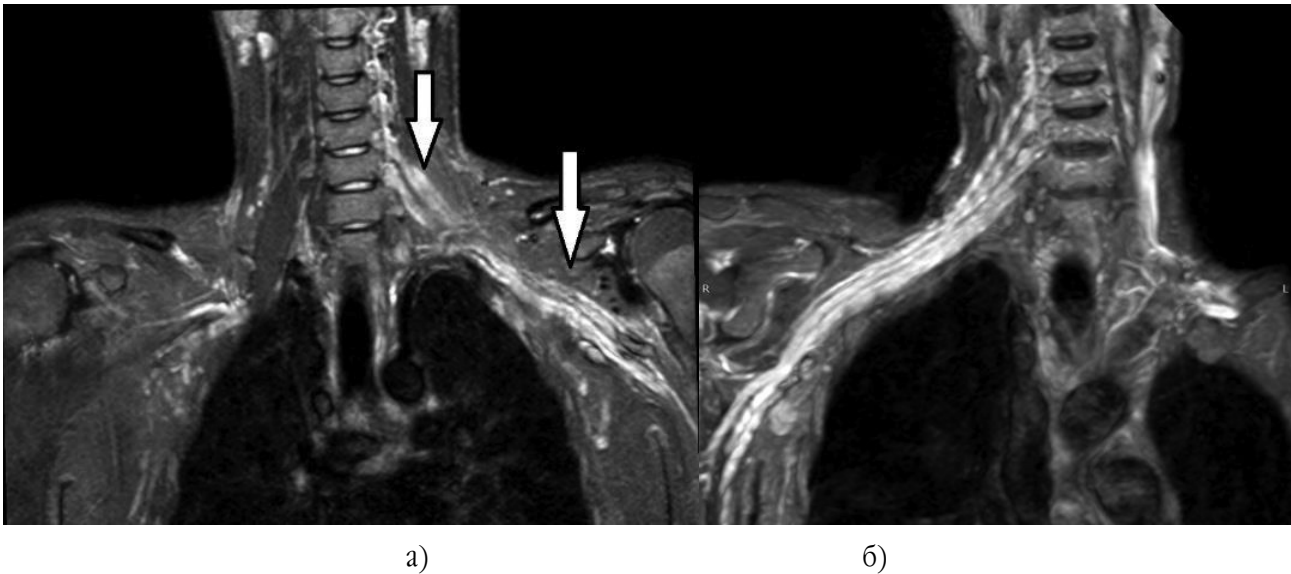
На МР-томограмах у режимі STIR 33 у корональній проекції визначається дифузний набряк та потовщення структур: а) лівого ПС; правого ПС
